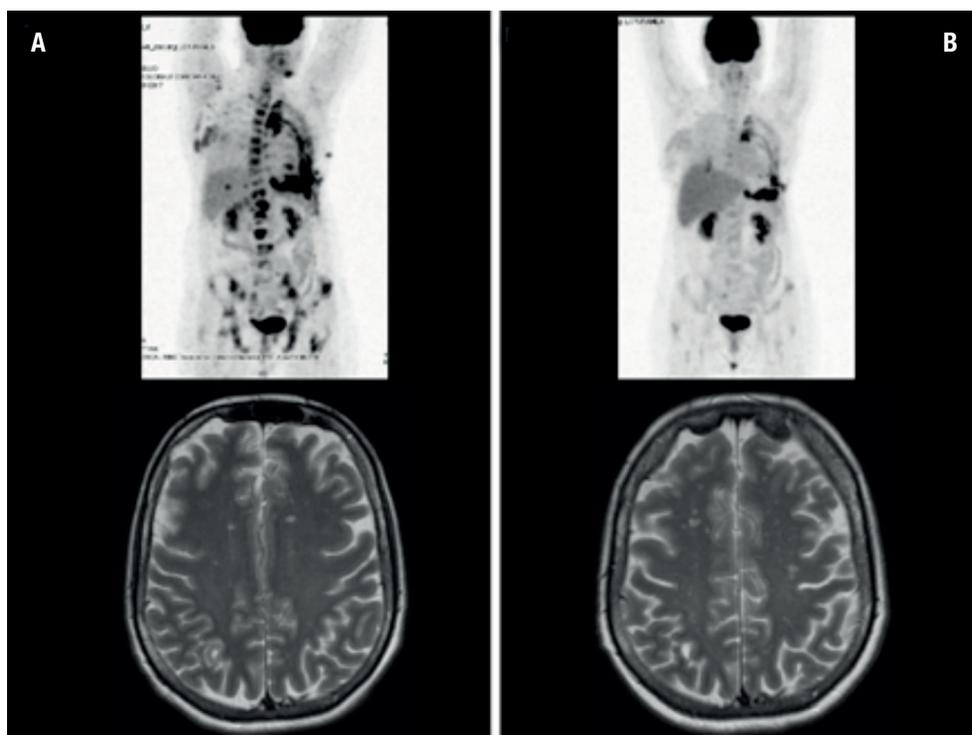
Tomografia a emissione di positroni (PET) e risonanza magnetica (RM) del cranio (A) prima dell'inizio del trattamento con lapatinib + capecitabina (gennaio 2017) e (B) alla rivalutazione (novembre 2017).
